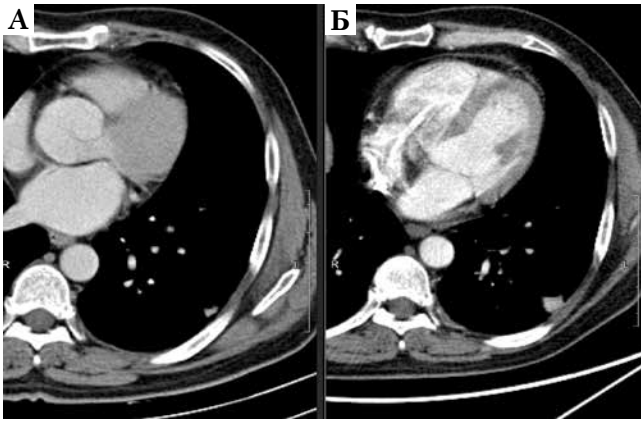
Пациент К. КТ. Мякотканное окно. Аксиальная плоскость. А) 04.06.2021 г. В субплевральных отделах С10 левого легкого неправильной формы очаг. Б) Увеличение размеров очага в С10 левого легкого при контрольном исследовании, выполненном через 1 год 30.06.2022 г.
